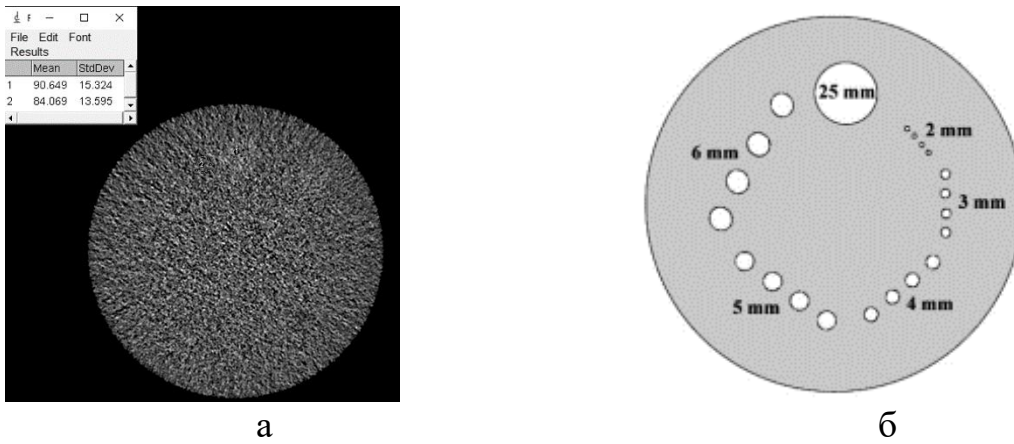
Блок ACR-фантома с низкоконтрастными объектами из разных материалов: а – аксиальный срез КТ-изображения (iDose реконструкция) при обработке в ImageJ; б – размещение низкоконтрастных объектов
